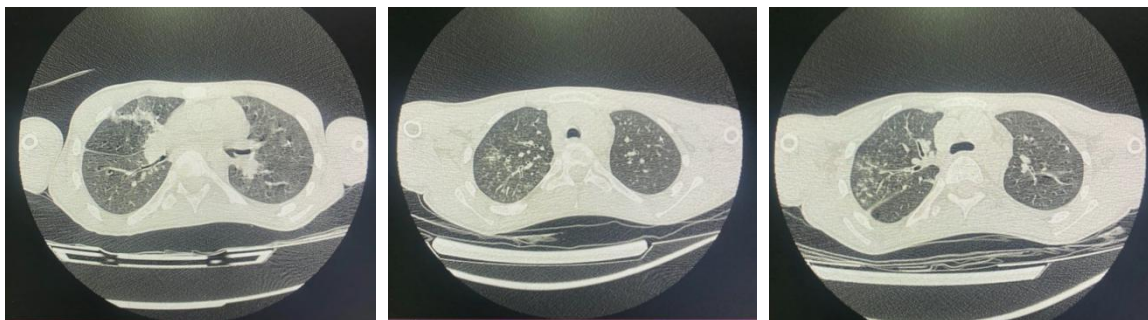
10б, 10в – Аксиальные срезы КТ ОГК пациента Ф.
